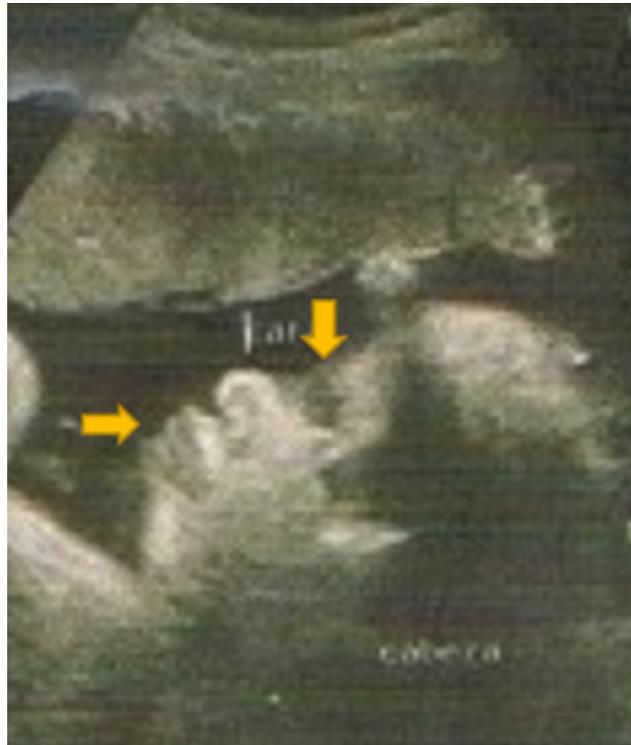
Ultrasonido de 36 semanas de gestación. Evidencia de ectropión y eclabión
